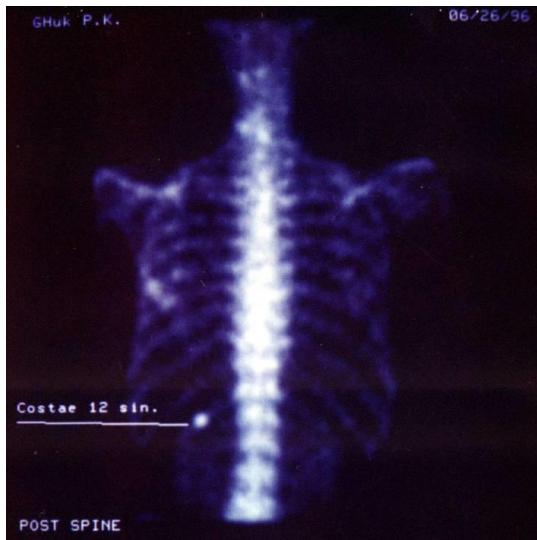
Статическая сцинтиграфия скелета с  $^{99m}\text{Tc}$  – технефором. Метастаз рака в 12 ребро слева
